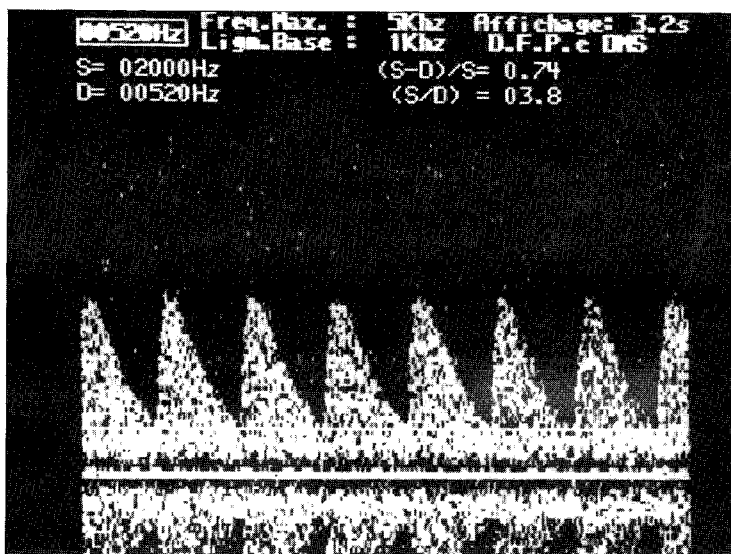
Espectro do cordão umbilical, obtido por Doppler Contínuo às 20 semanas.
